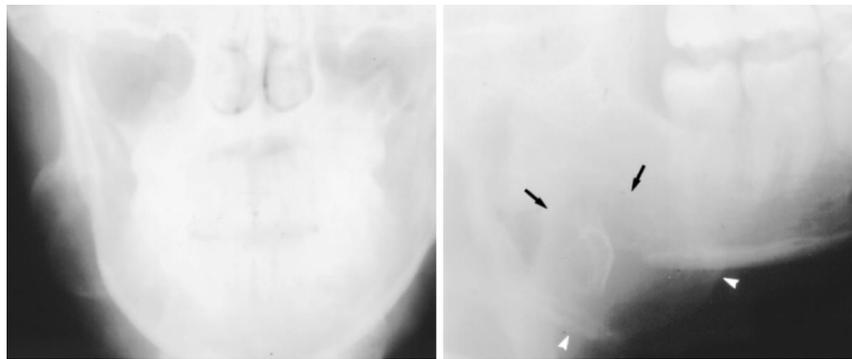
Артериовенозные мальформации в 23-летняя женщина с безболезненным, прогрессирующим отеком в правом нижнечелюстном углу и подчелюстной области. Масса была слегка пульсирующей. (а) задний конец Рентгенограмма показывает латерально расширенное, светящееся поражение в правой части нижней челюсти с гладкой, тонкие кортикальные границы и отсутствие внутренней структуры. (б) Боковая косая рентгенограмма показывает поражение под углом нижней челюсти. Края в нижней челюсти плохо определены (стрелки), тогда как внешние поля хорошо определены (стрелки). Аспирация производится ярко-красная кровь, и ангиография была выполнена. (с) На внешней сонной артериограмме показана сосудистая масса, поставляемая язычной артерией, покрывающей заднее тело и угол нижней челюсти. Поражение был резецирован. Дифференциальный диагноз перед ангиография включала артериовенозные мальформации, гемангиома и злокачественные новообразования мягких тканей, поражающие нижняя челюсть.
